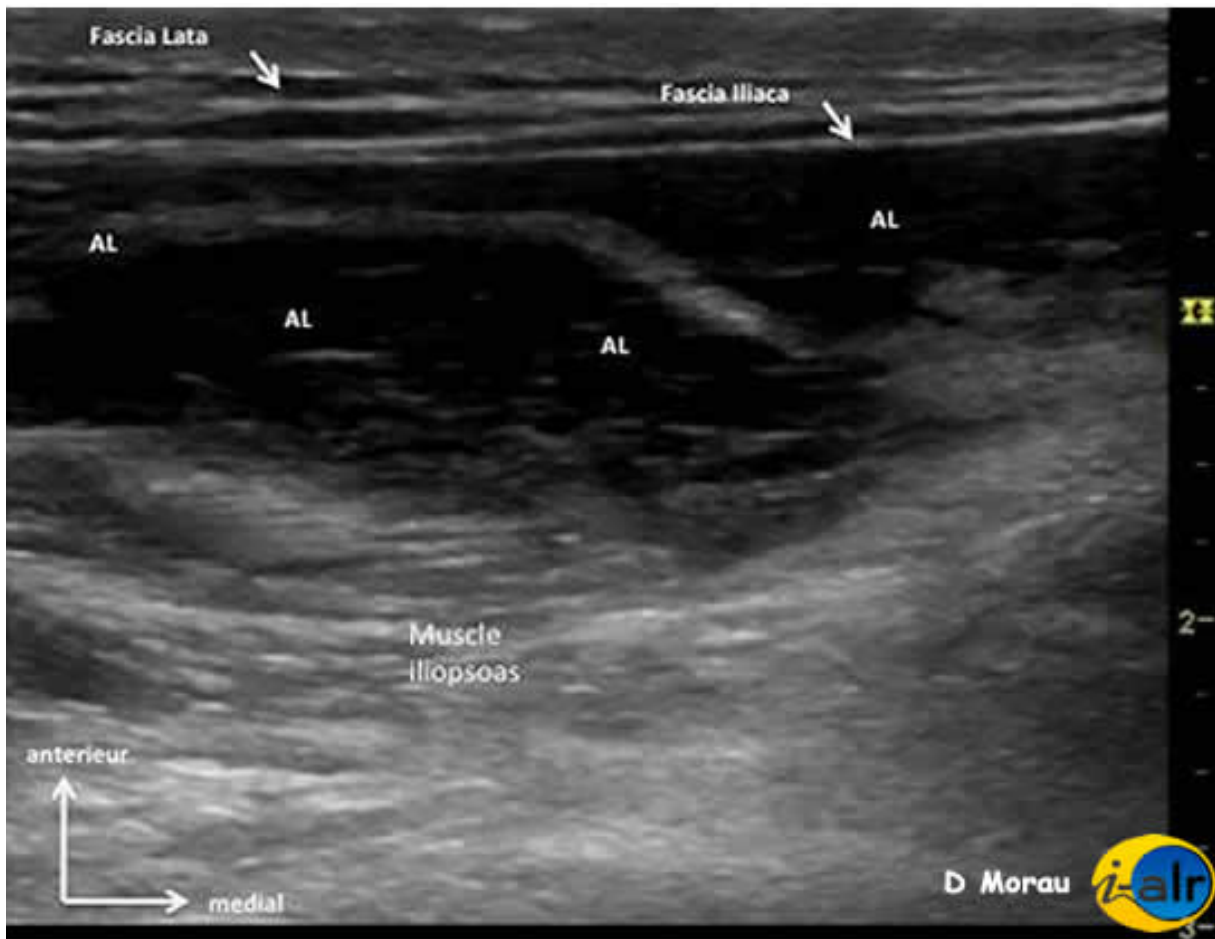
image échographique annotée d'un bloc iliofascial. AL : anesthésique local
